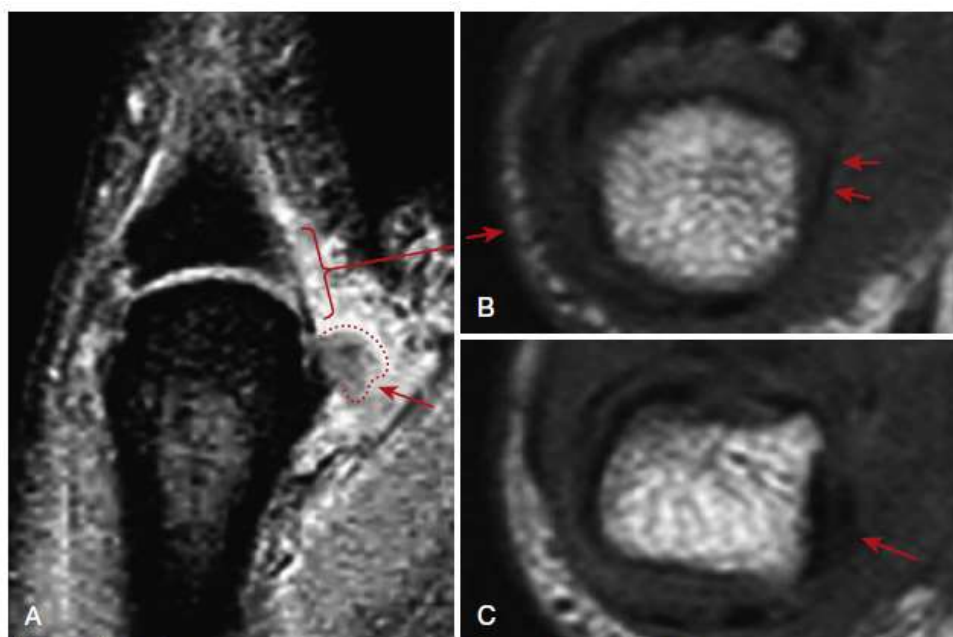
Sagittal (A) and twin-level (B) axial T2-weighted MRI images of group 4 thumb ulnar collateral ligament Stener lesion. B, Direct approximation of adductor aponeurosis against joint capsule (*small arrows*). C, More proximal axial view of joint where rolled-up free end of ulnar collateral ligament (outlined in red in A, *large arrows*) lies proximal to free edge of adductor aponeurosis. (From Milner CS, Manon-Matos Y, Thirkannad SM: Gamekeeper's thumb—a treatment-oriented magnetic resonance imaging classification, *J Hand Surg Am* 40[1]:90-95, 2015.)
